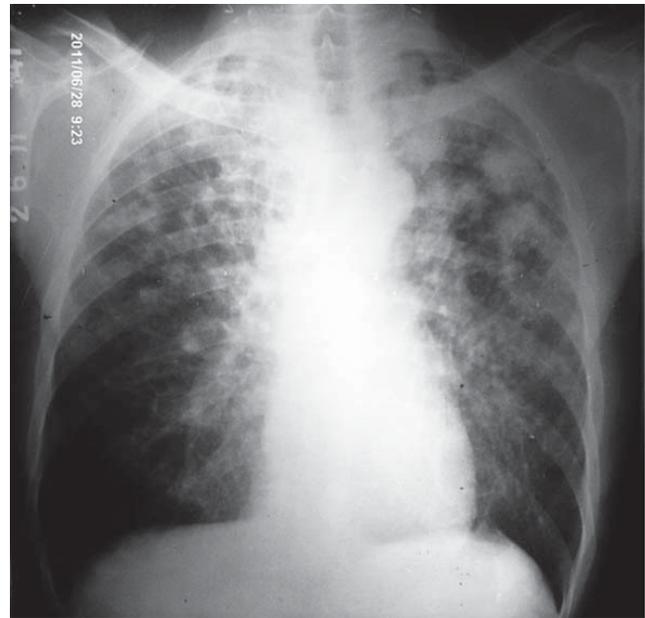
Fotografía de la radiografía PA de tórax, donde pueden observarse múltiples opacidades nodulares diseminadas en ambos campos pulmonares, fundamentalmente en los 2/3 superiores del pulmón izquierdo.
